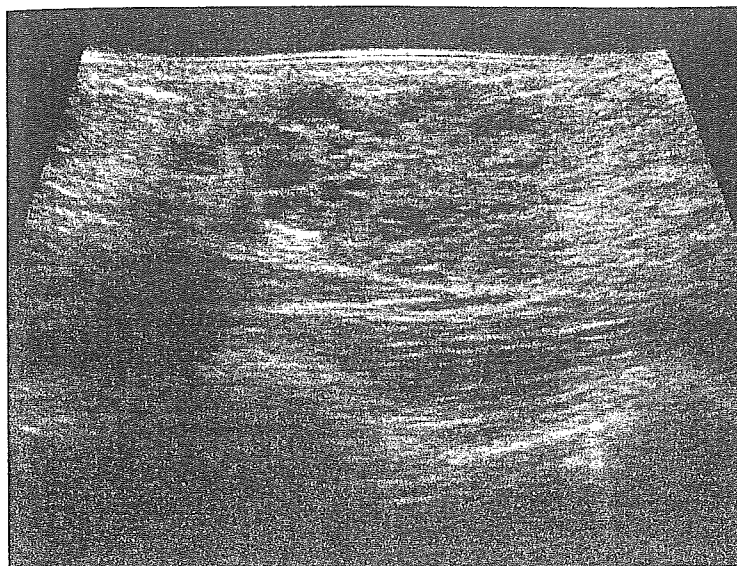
Real-time sonogram (7.5MHz probe) showing a low echo area in the mammary gland with a multi-vesicular pattern.
